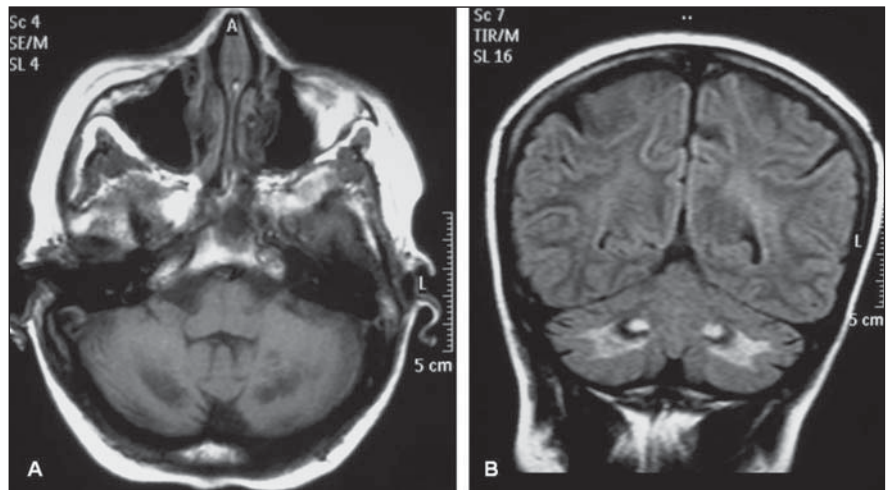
Imagens de ressonância magnética da paciente do caso 2. A: Corte axial ponderado em T1 mostrando hipossinal em núcleos denteados do cerebelo. B: Corte coronal na sequência FLAIR mostrando hipossinal envolvendo focos de hipossinal nos núcleos denteados do cerebelo e leve hipersinal nos centros semiovais.
